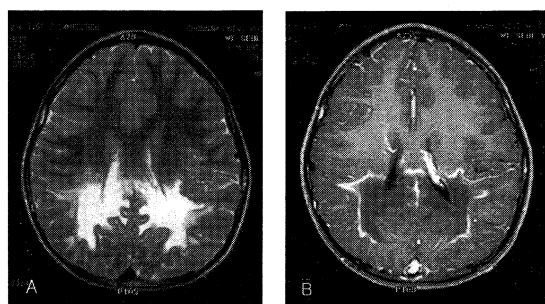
Brain MRI of case 7. (A) Axial T2 weighted image shows high signal intensity in the parieto-occipital white matter and splenium of corpus callosum. (B) Postcontrast MR shows marked enhancement in the leading edge of inflammation
